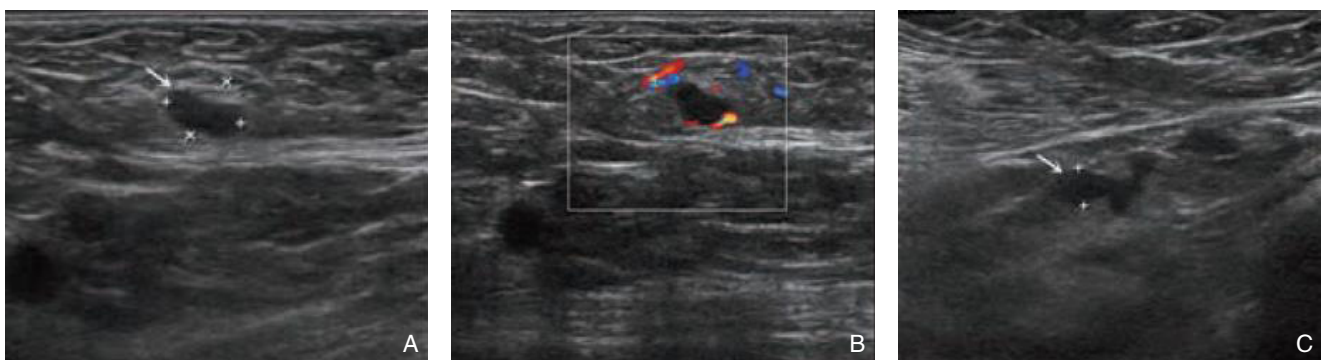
患者超声影像图 A: 发生腋窝淋巴结转移阳性,纵横径比较 < 1.5 ; B: 转移淋巴结血流信号较丰富,呈周围型分布; C: 腋窝转移淋巴结,呈不规则外形,边界不清
